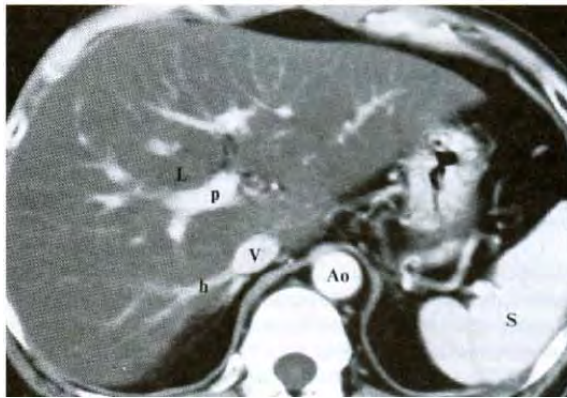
Esteatosis hepática difusa en la TC. La TC muestra la densidad del parénquima hepático (L) realzado con contraste, que es significativamente menor que la densidad correspondiente del parénquima hepático (S). Las venas porta (p) y hepática (h) siguen sus cursos normales sin desplazamiento ni distorsión. V: vena cava inferior; Ao: aorta.
